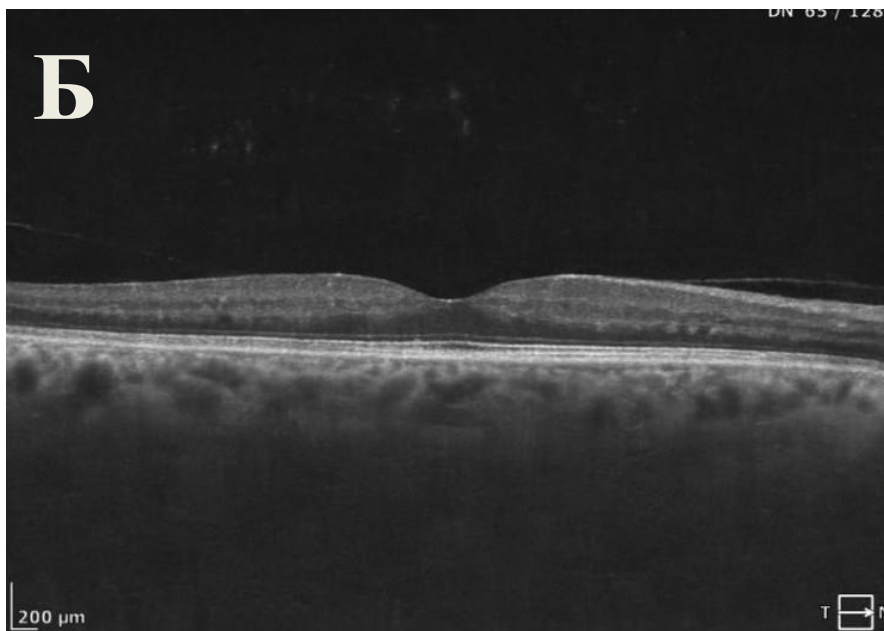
Оптична когерентна томографія сітківки пацієнта А:
